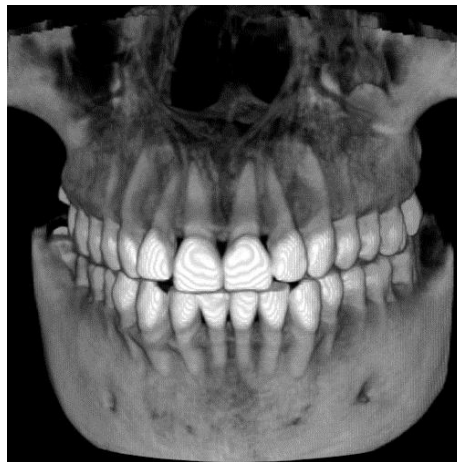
Cone Beam como método de diagnóstico en Odontología. ²¹
